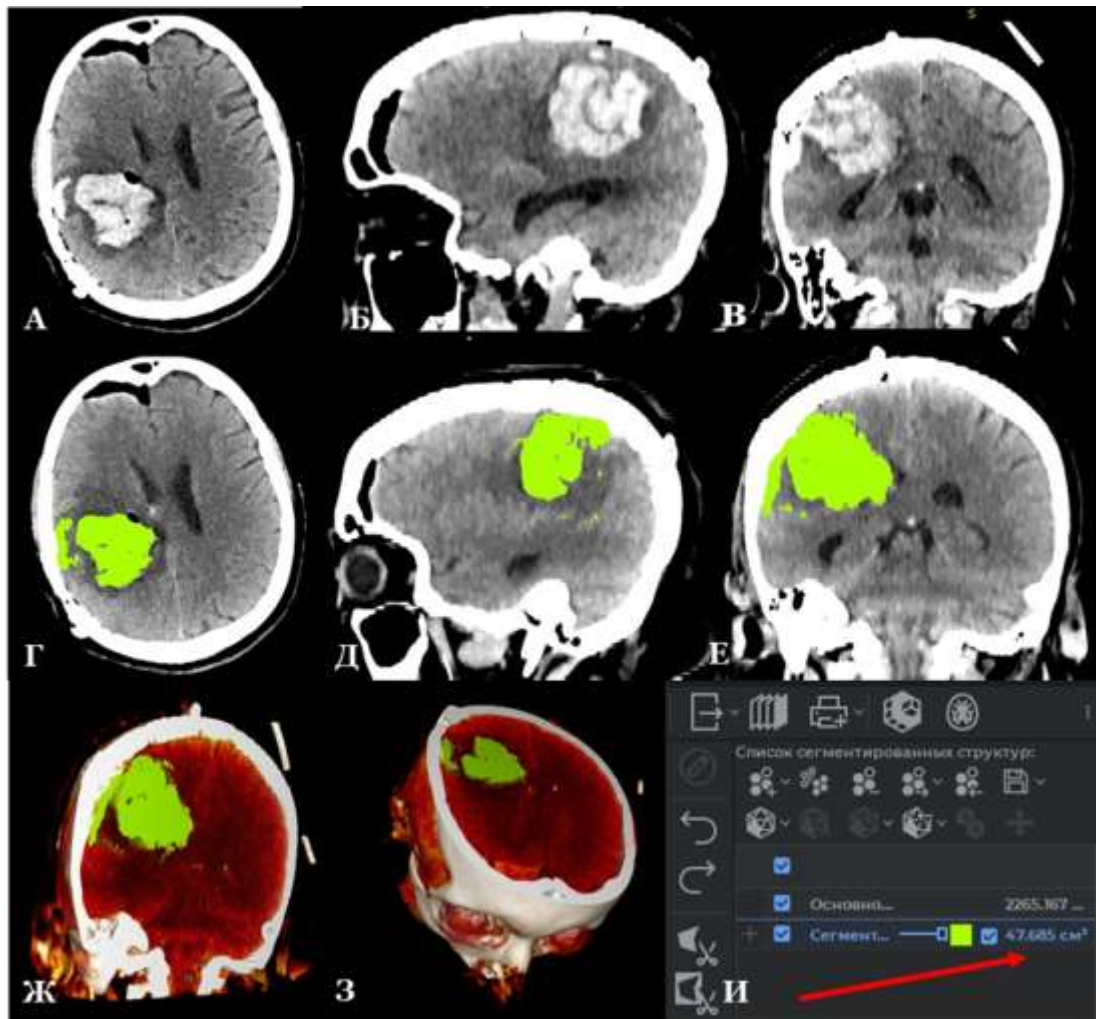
Пример расчета объема гематомы методом полуавтоматической сегментации в программе Инобитек DICOM-PRO. А, Б, В – послеоперационное КТ, аксиальный, сагиттальный и фронтальный срезы. «Значимое» паренхиматозное ВЧК. Г, Д, Е – послеоперационное КТ, создание сегментированной структуры гематомы путем отсечения на основании различий интенсивности. Ж, З – вид 3D-модели гематомы в коронарной и аксиальной проекциях. И – автоматический подсчёт объема сегментированной структуры, стрелкой указана величина объема (М-ва С.П., и/б № 97336/2016)
